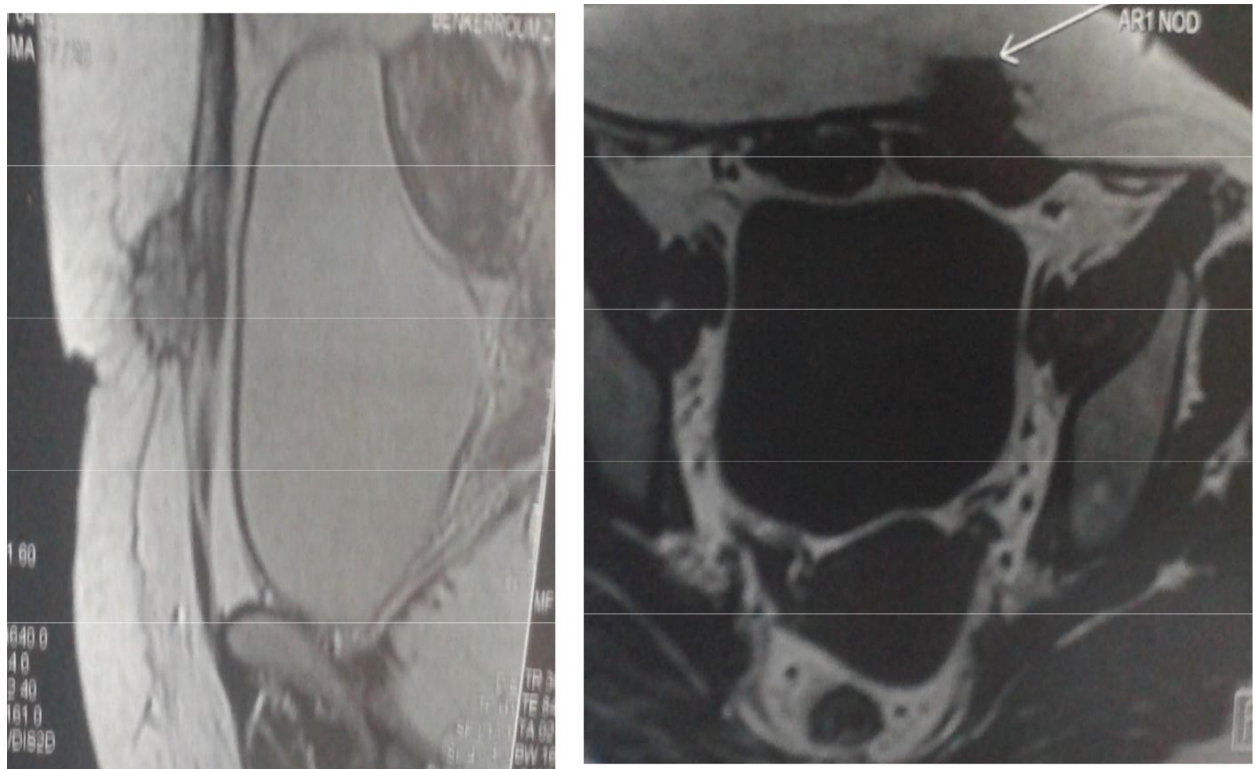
a) Coronale, b) Transversale : images IRM montrant l'implant endométriosique infiltrant l'aponévrose des muscles grand droit, hyposignal en T1 et hypersignal en T2.
